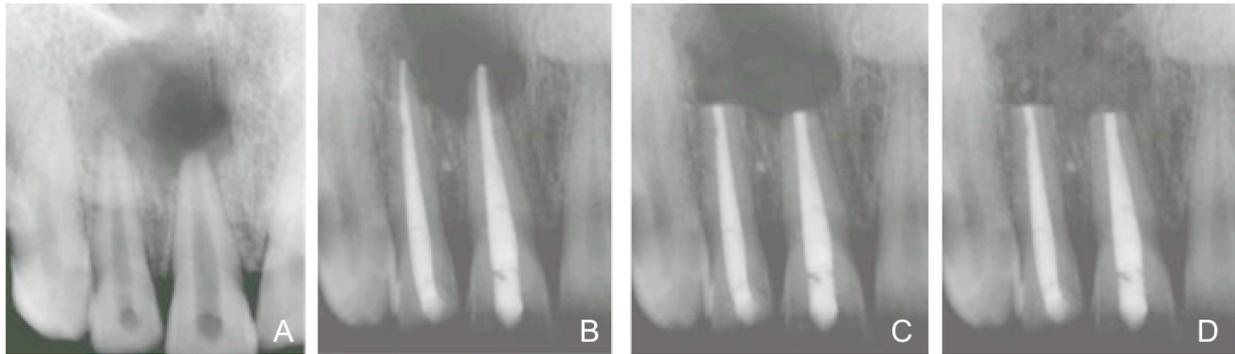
(A) Radiographie objectivant une lésion radioclaire aux apex de 11 et 12; (B) Obturation des dents 11 et 12 à la longueur de travail; (C) Résection apicale des deux apex après TEI et énucléation de la lésion; (D) Radiographie de contrôle à deux mois montrant un début de réossification de la lésion [19].
